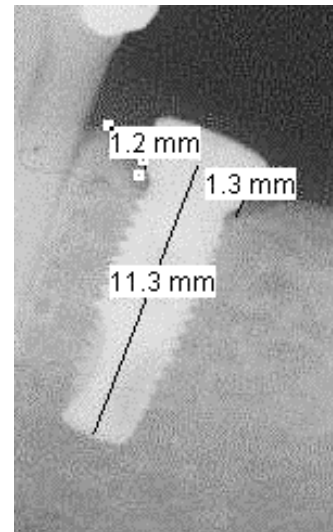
Ejemplo de medición del nivel óseo marginal en una radiografía.
